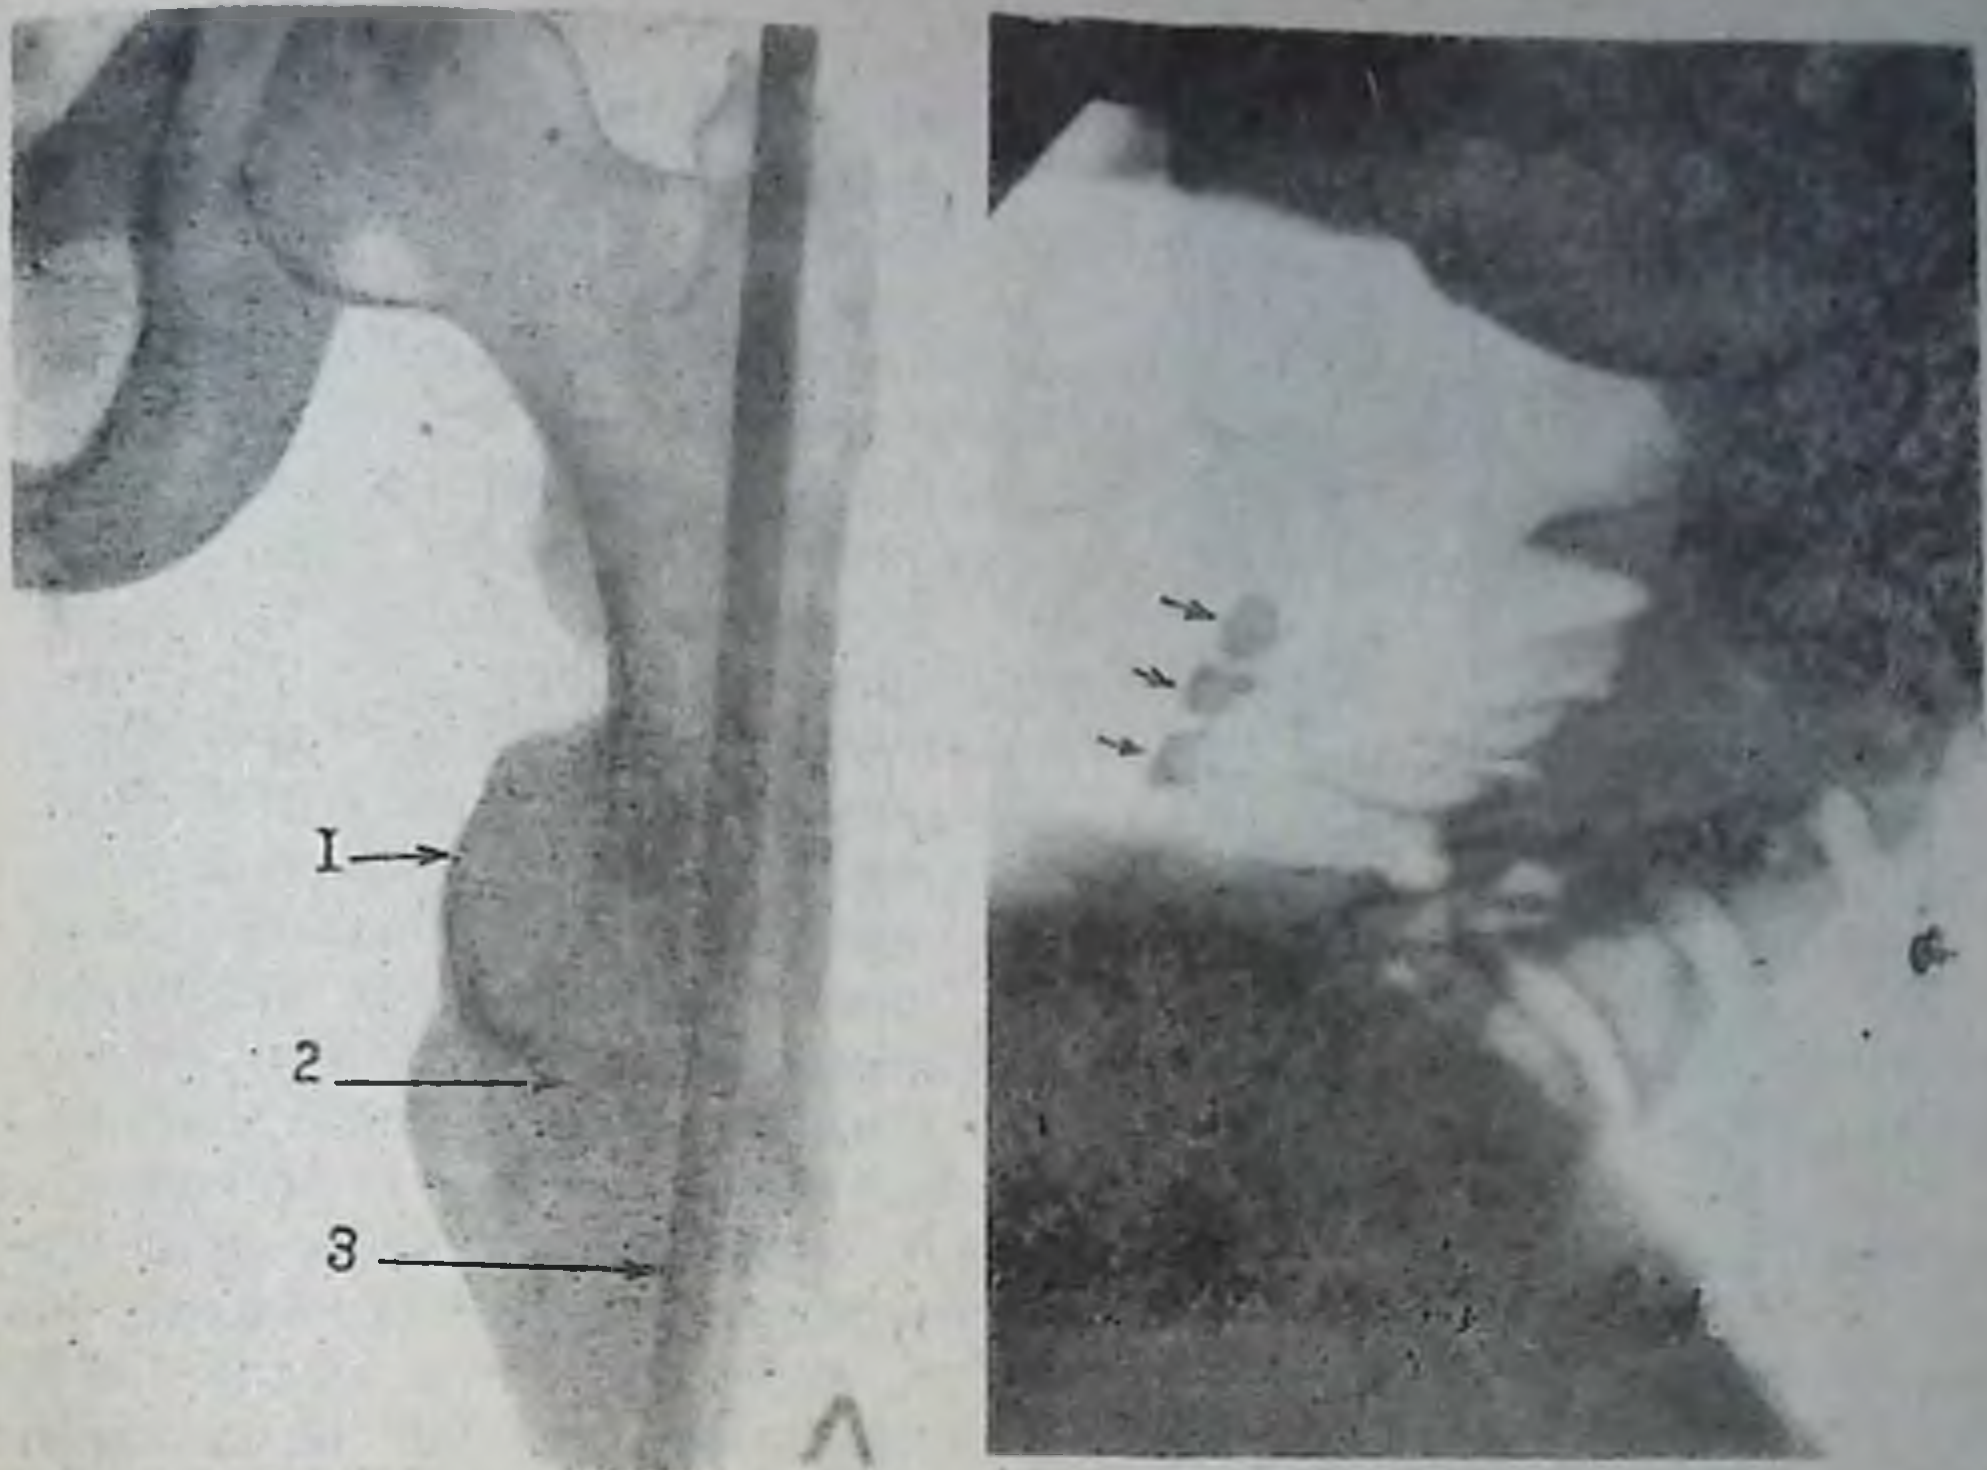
Рентгенограмма верхней трети левого бедра:
